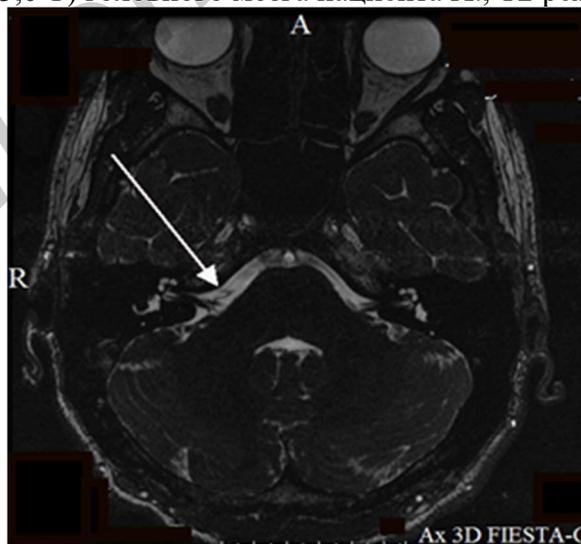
МРТ (3,0 Т) головного мозга пациента X., в режиме «FIESTA-C» (прилегание сосуда к стволу VIII ЧН справа)
